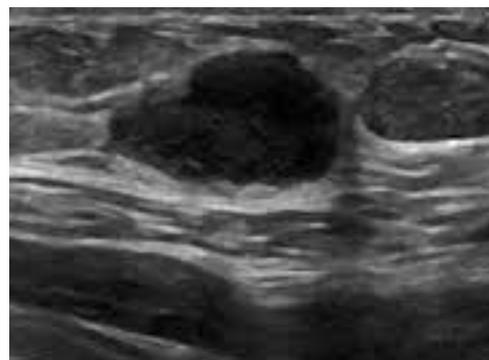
échographie : masse irrégulière, hypoéchogène, homogène aux contours microlobulés et de grand axe parallèle aux plan cutané.
